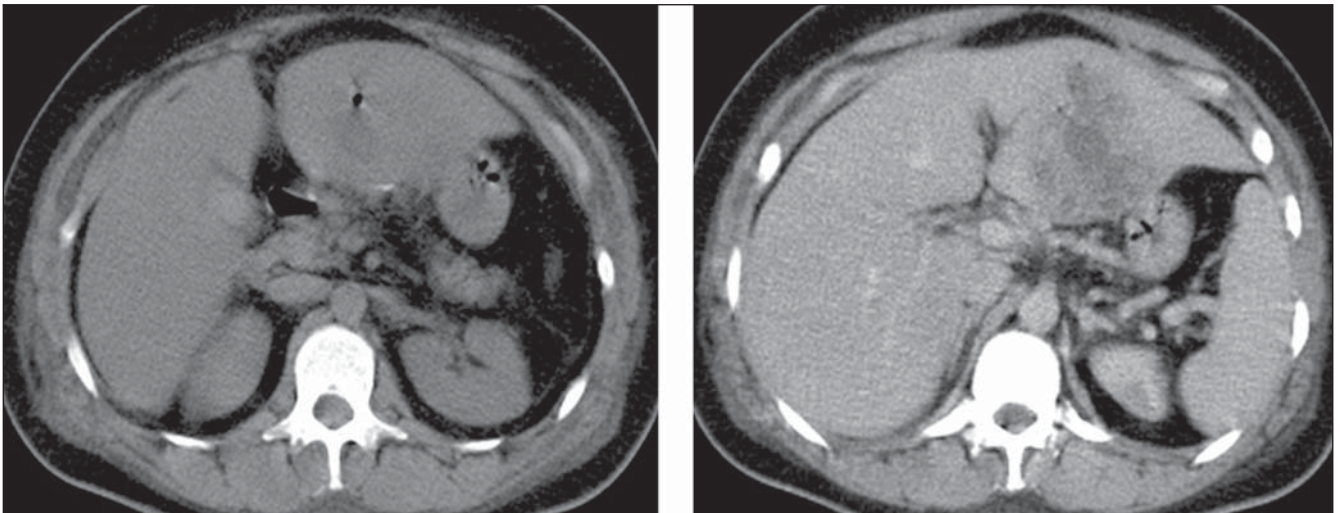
Tomografia computadorizada do abdome antes e após a administração do meio de contraste intravenoso.
